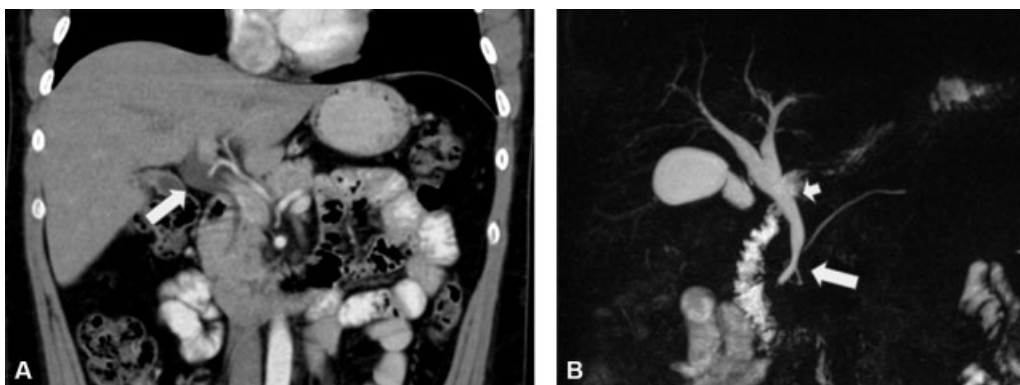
Varón de 36 años de edad en estudio por dolor abdominal y alteración del ritmo evacuatorio. (A) TC de abdomen con contraste EV, reconstrucción coronal, donde se observa dilatación de la vía biliar extrahepática (flecha larga). (B) CPRM: Se manifiesta la presencia de un quiste de colédoco tipo IVa (flecha corta) asociado a un bucle del conducto pancreático en el recorrido de la porción cefálica, con una unión anómala al tercio inferior del colédoco de 19,7 mm (flecha larga).
